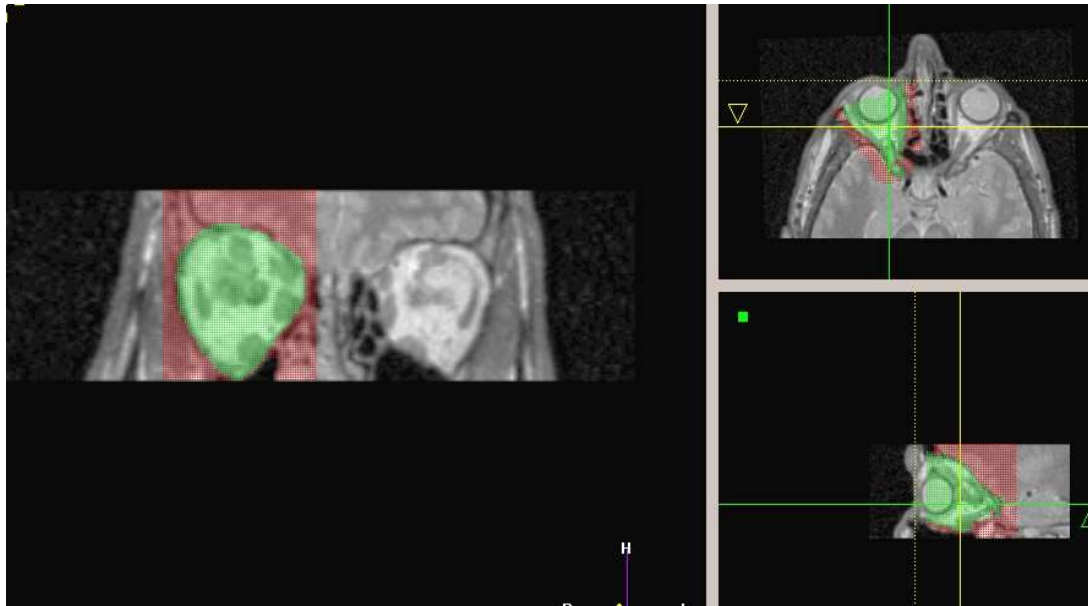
Coronare, axiale und saggitale MRT-Aufnahme Orbitavolumen rechts (frakturierte Seite)
